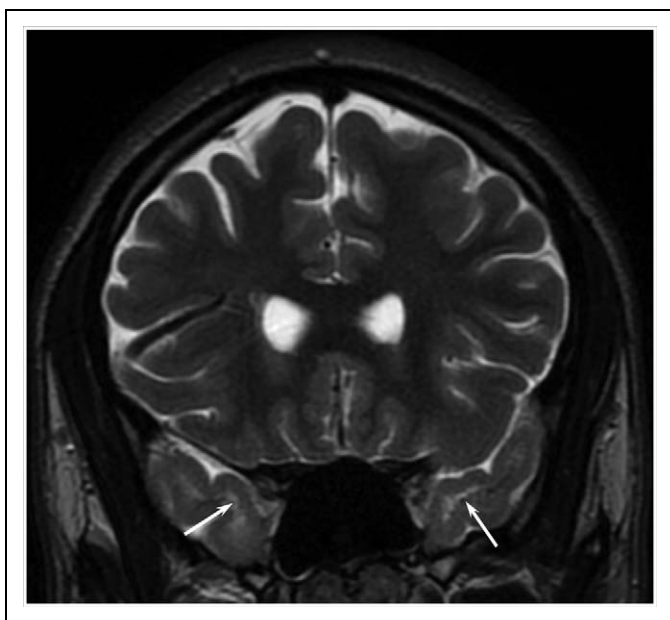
Brain magnetic resonance imaging (MRI) of child B demonstrating a bilateral subcortical hypersignal of the anterior part of the temporal lobe on coronal T2-weighted imaging.
